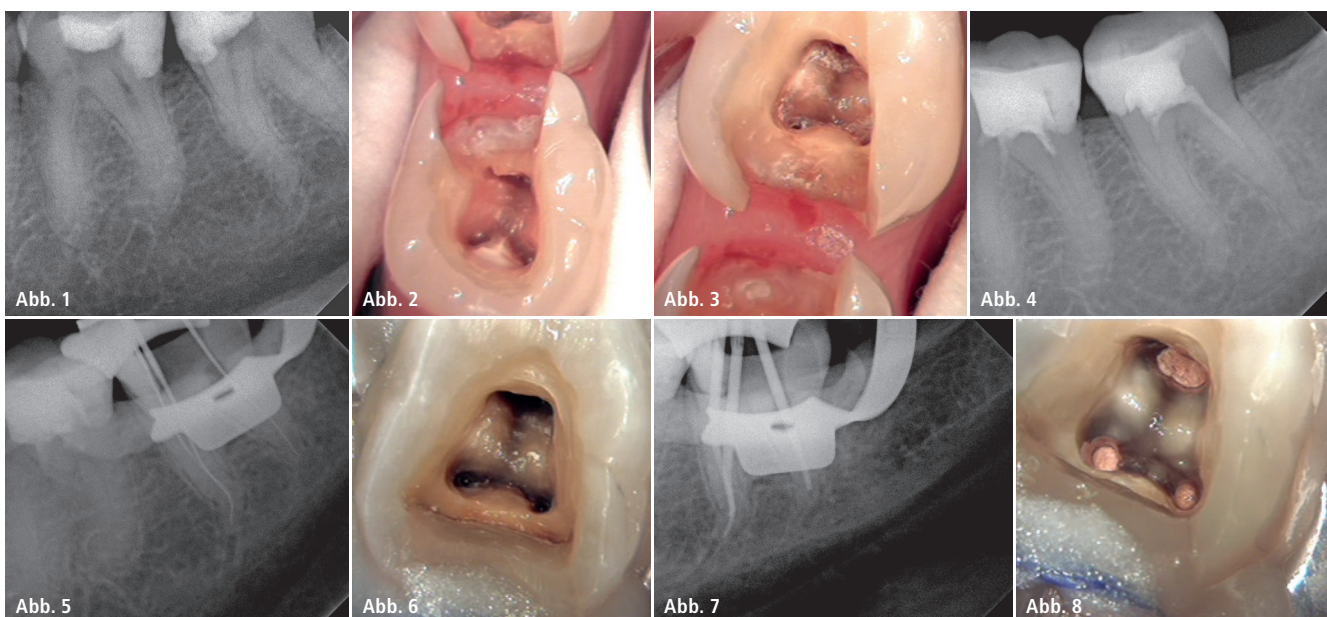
Präoperatives Röntgenbild 36/37. – Abb. 2: Zahn 36 pV entfernt. – Abb. 3: Zahn 37 pV entfernt. – Abb. 4: Zweites präoperatives Röntgenbild. – Abb. 5: Röntgenmessaufnahme 37. – Abb. 6: Trepanation 37. – Abb. 7: Masterpointaufnahme 37. – Abb. 8: Wurzelfüllung 37.
